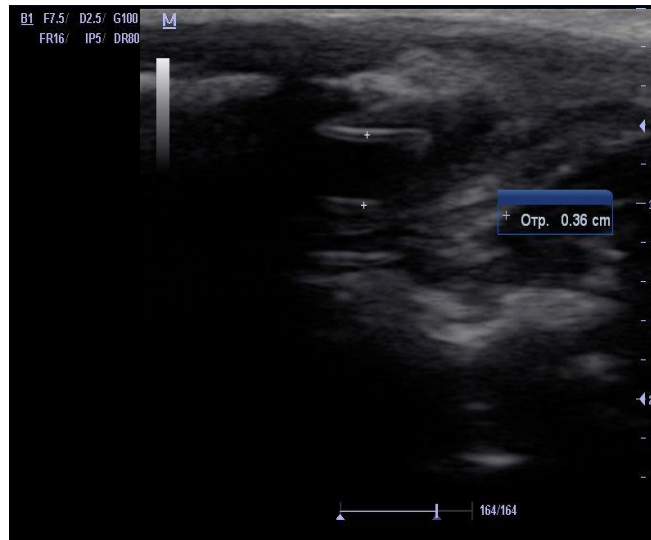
Третья серия, опыт №5. УЗИ модели «остаточной» полости, 20 сутки после операции.
